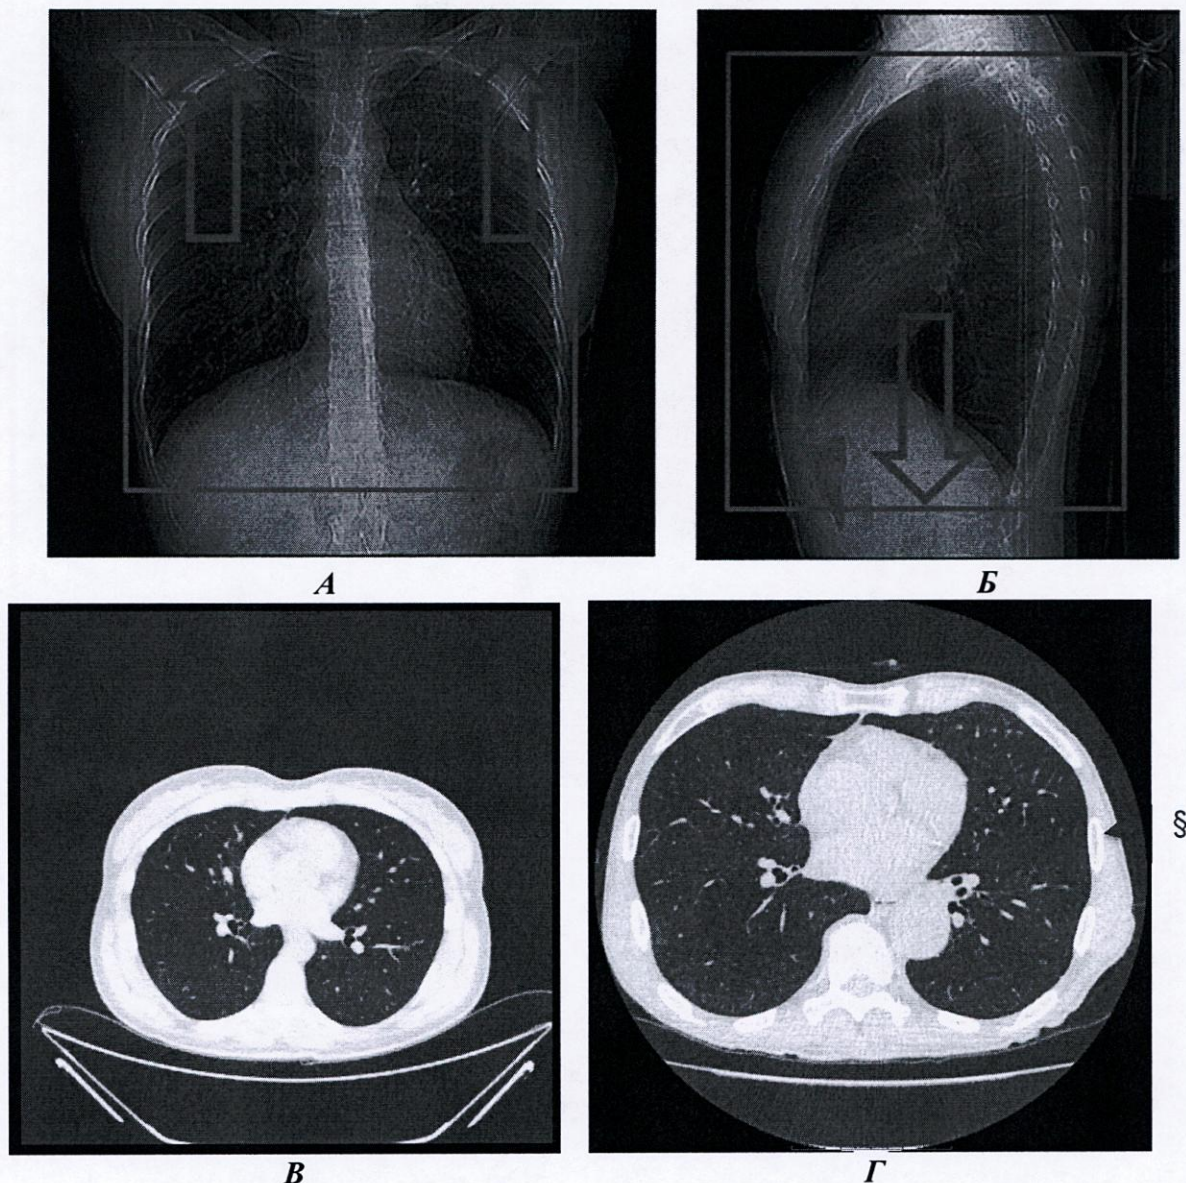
Ограничение зоны сканирования при планировании НДКТ по данным томограммы, выполняемой на компьютерном томографе. А – правильная разметка томограммы в прямой проекции. Б – правильная разметка томограммы в боковой проекции. В – неправильный результат сканирования (очень широкий FOV - большое пространство между легкими и краями изображения). Г – правильный результат сканирования (маленький FOV - легкие занимают большую часть изображения, допустимо исключить из финального результата кожу и подкожно-жировую клетчатку. § - расстояние от рёбер до края области реконструкции изображение должно быть менее 1 см).
